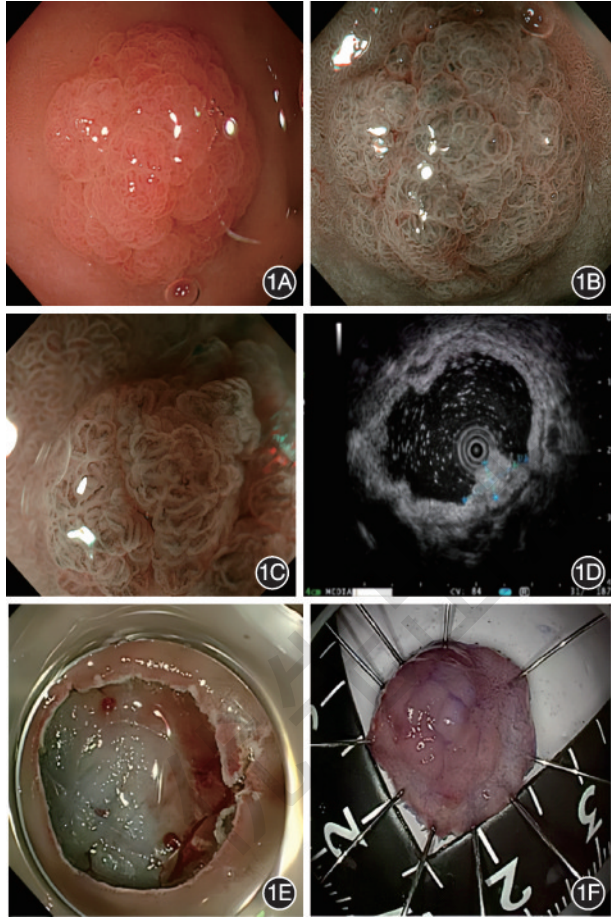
十二指肠球部病变内镜观察图像 1A:白光内镜示十二指肠球部0-I型病变,大小约20 mm×18 mm;1B:窄带光成像观察病变边界清晰,呈淡茶色改变;1C:窄带光成像放大内镜观察微表面结构排列不规则、分布不均匀,微血管扩张,大小、管径不等,可观察到窝间部开大、绒毛状/乳头状结构;1D:超声内镜示病变源于黏膜层,呈高回声,无黏膜下层受累;1E:内镜黏膜下剥离术后创面;1F:术后标本
